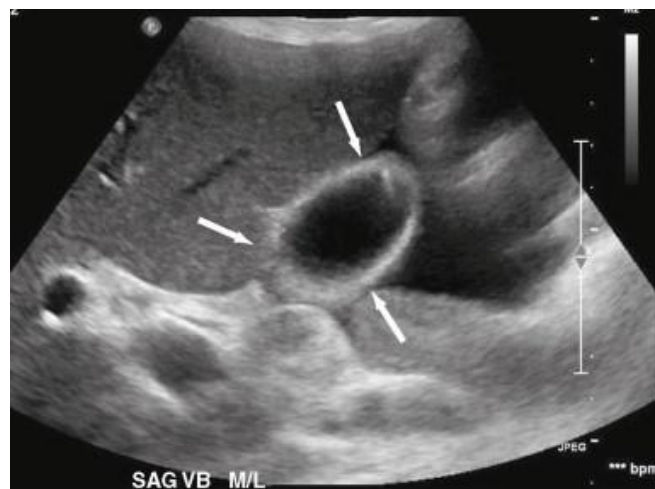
Ecografía con colecistitis aguda y pared engrosada de vesícula biliar (flechas).
